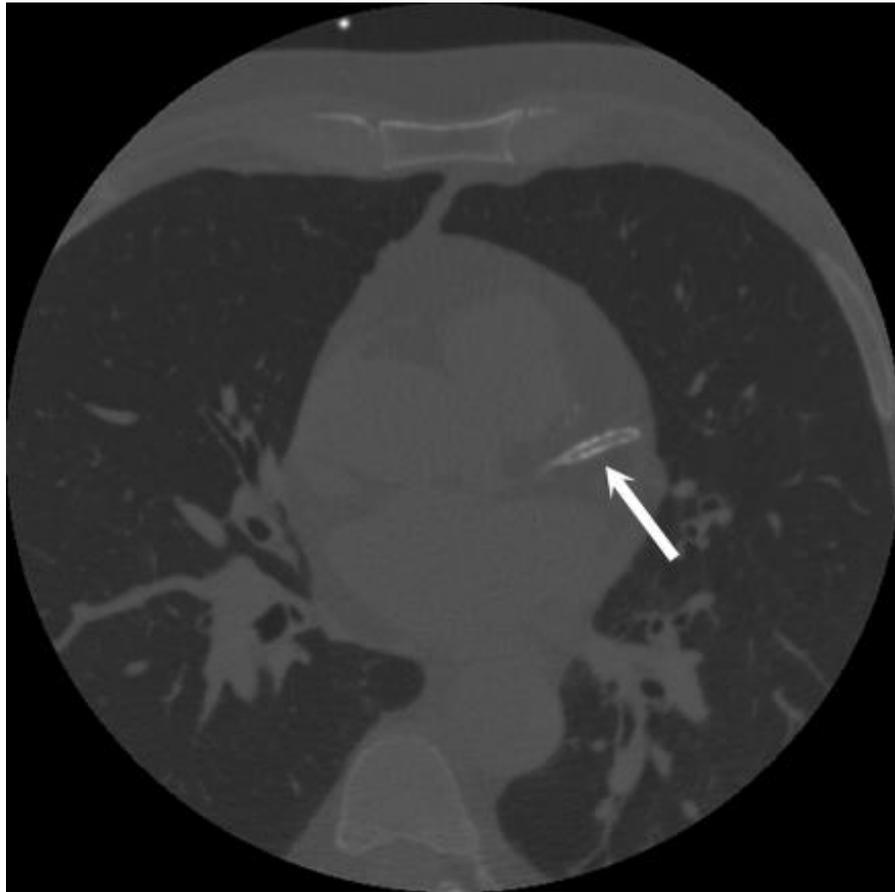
Пример исходного КТ сечения с кальцинированным участком коронарной артерии (показан стрелкой)
